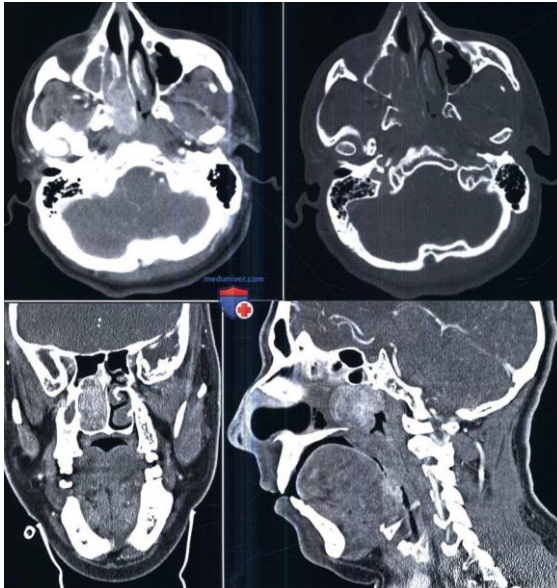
Комп'ютерна томографія юнацької фіброми носоглотки
